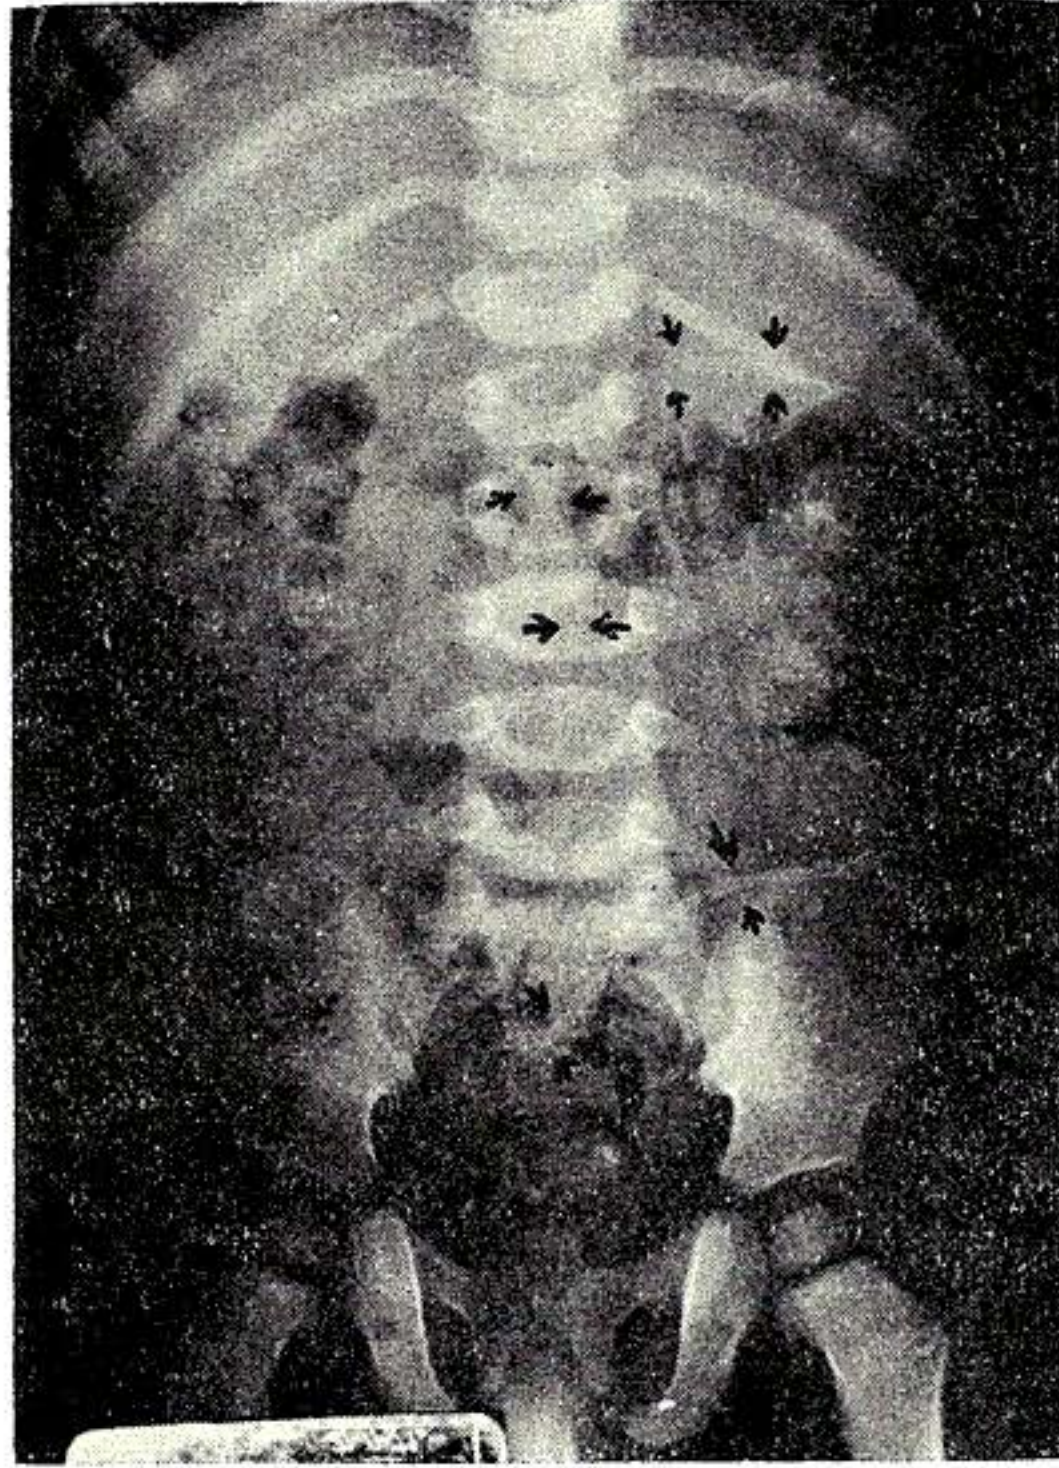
Caso 1. J. G. M. Primer caso donde se practicó la anastomosis aracnoido-peritoneal con el cateter peritoneal de resorte de Raimondi. En la radiografía A. P. puede observarse la parte del cateter dentro de la columna lumbar (flechas horizontales) y luego el trayecto hacia arriba afuera a la izquierda, señalado por flechas y luego hacia abajo y adelante entrando a la cavidad peritoneal por la fosa iliaca izquierda (par de flechas más declives).
